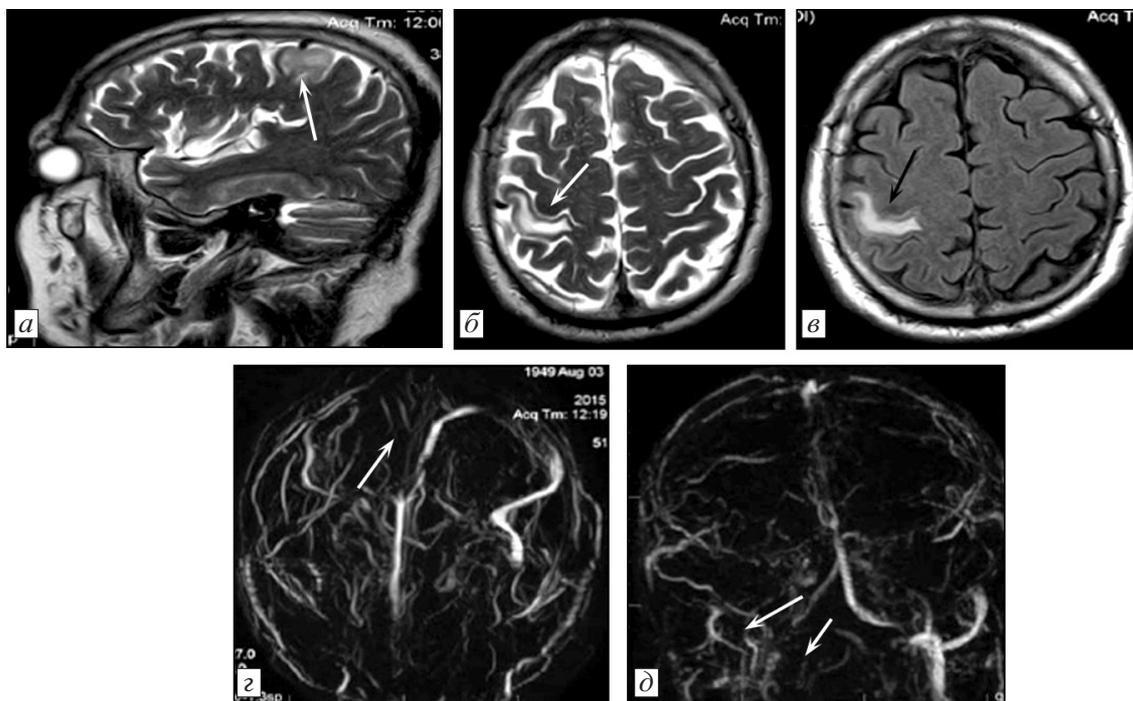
МРТ головного мозга пациента А., 65 лет.
